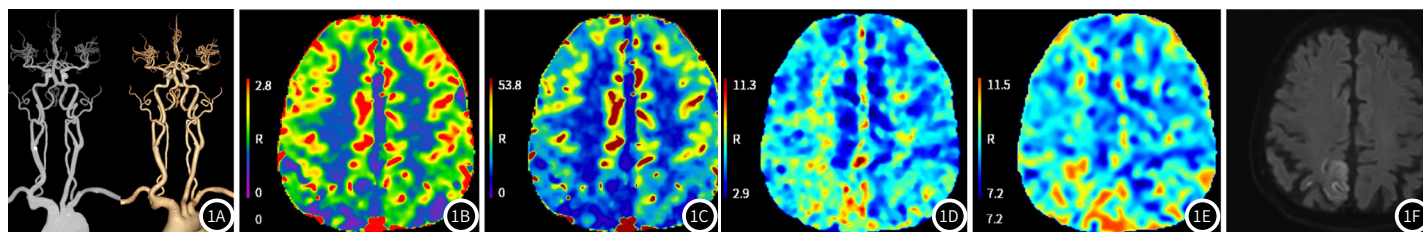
1F 亚急性脑梗死影像。77岁，男性，左侧肢体无力入院，所示头颈血管未见异常；右侧顶叶皮层CBV及CBF值明显减低，MTT及TTP值延长，均与DWI呈高信号区域一致。1A：头颈血管最大密度投影(MIP)及容积重建(VR)图；1B：脑血容量(CBV)图；1C：脑血流量(CBF)图；1D：平均通过时间(MTT)图；1E：达峰时间(TTP)图；1F：扩散加权成像(DWI)。
